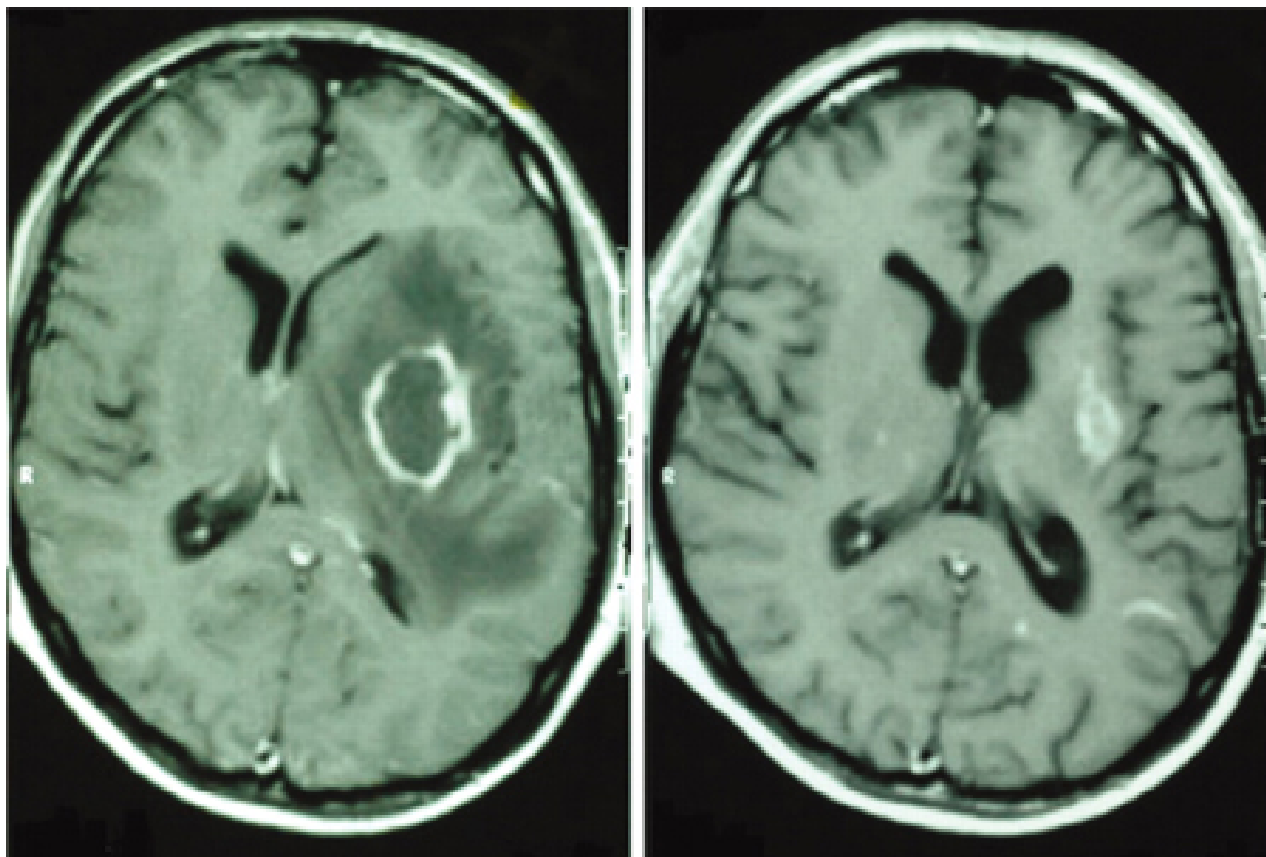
Ressonância nuclear magnética (RNM) cranioencefálica antes do tratamento (imagem da esquerda) e 18 meses após terapia antirretroviral altamente ativa (HAART) e terapia antitoxoplasmose (imagem da direita)
